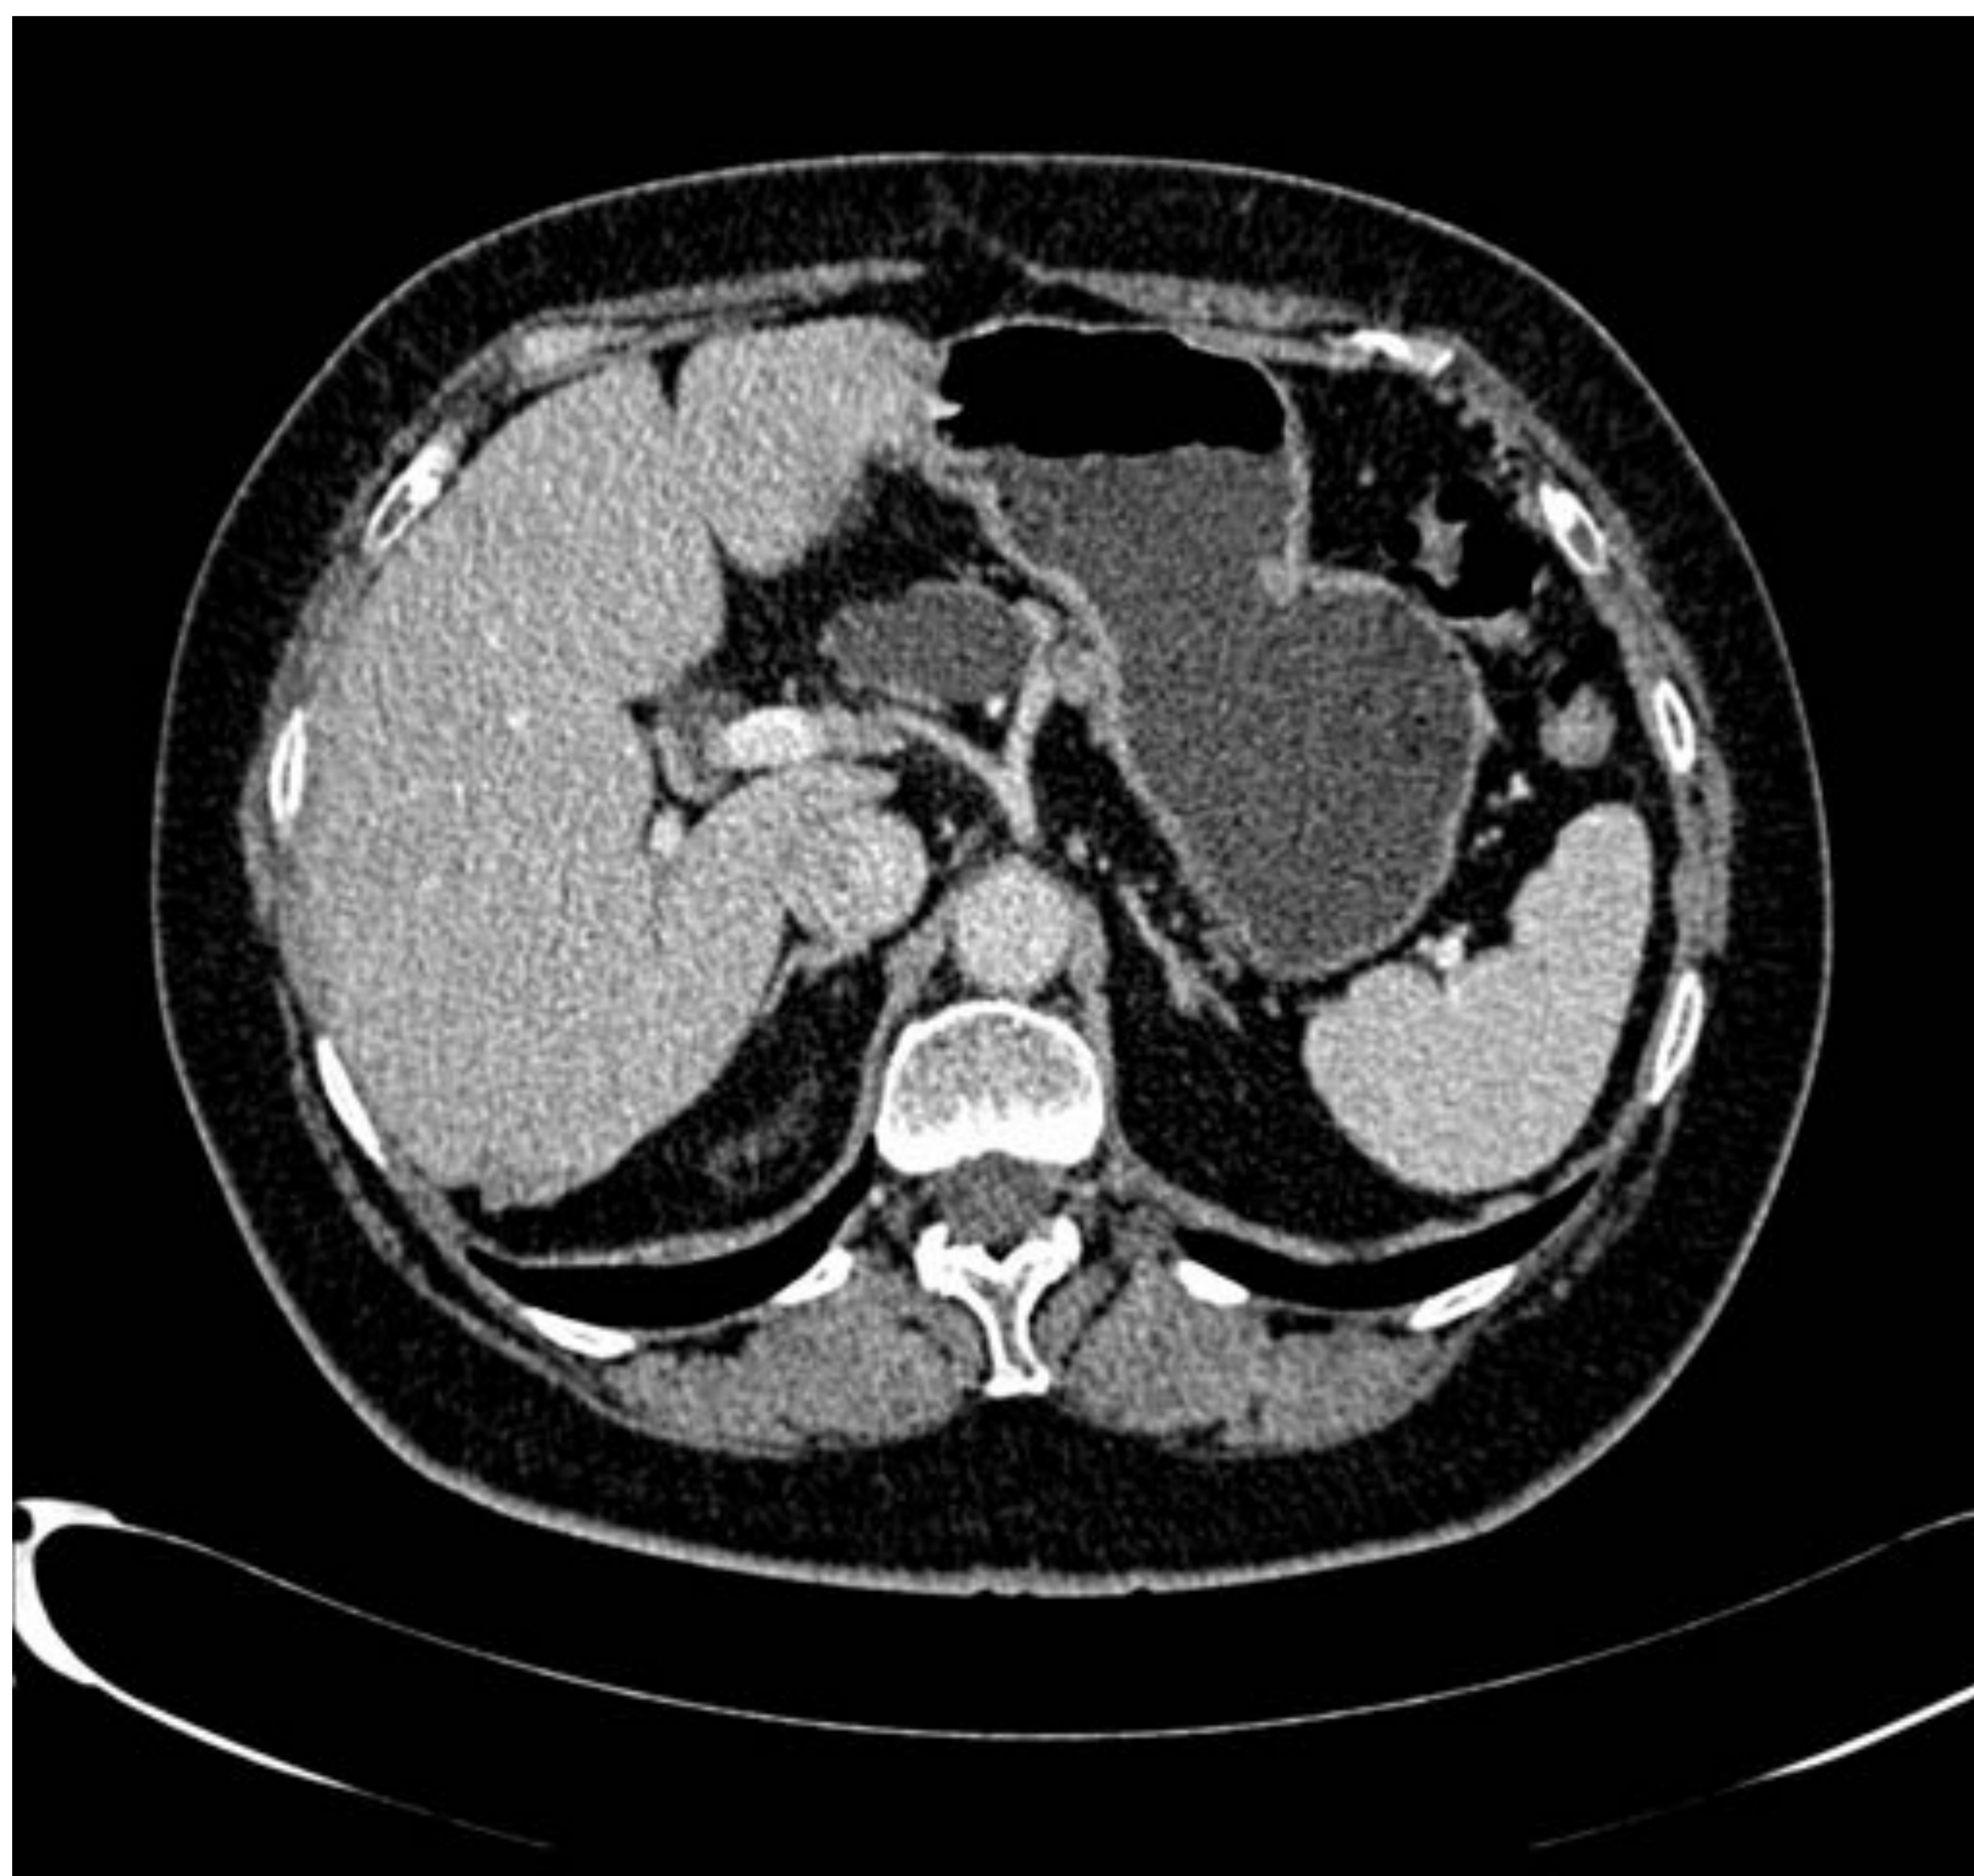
Mujer de 65 años. TC abdominopelvico con CIV en fase portal. Imagen quística en cuello pancreático con septo incompleto en su interior de 3,8 cm. Conducto pancreático patente sin evidencia de dilatación del mismo.
